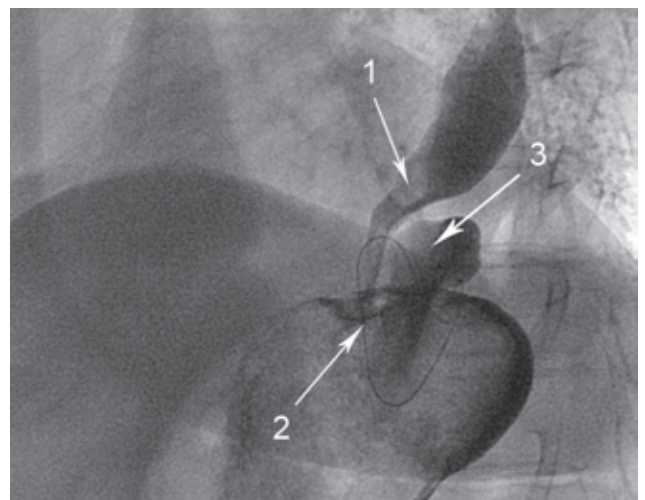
Оценка анатомических результатов с помощью контрастной 3D-рентгеноскопии: 1 — пищевод, 2 — рентгеноконтрастный нитиноловый каркас трансплантата, располагающийся под диафрагмой, 3 — задний участок фундопликационной манжетки, располагающийся между трансплантатом и пищеводом
